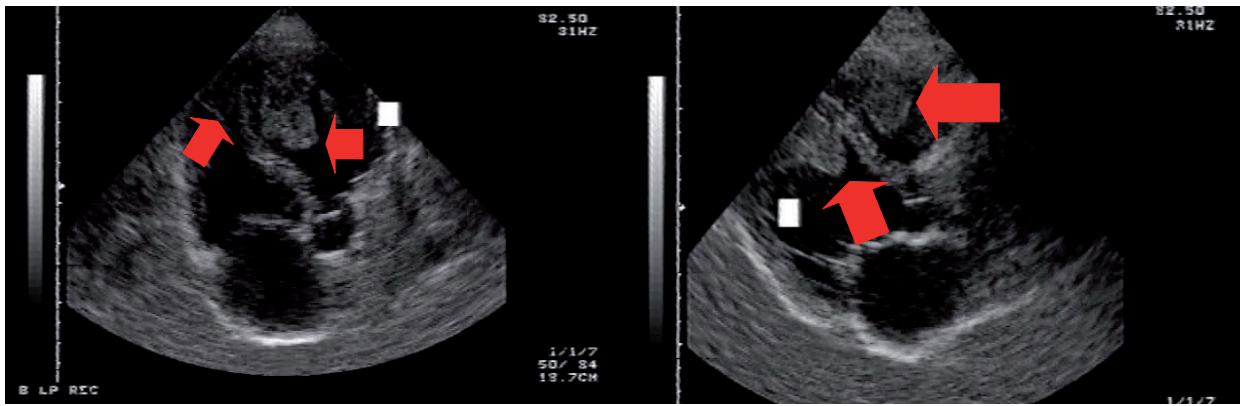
A. En la imagen se observa un eje largo de 4 cámaras donde se objetivan dos masas polipoideas a nivel de ambos ventrículos, más prominente en VI. B. En el ecocardiograma transtorácico en eje parasternal largo se visualizan dos masas adheridas a las zonas apicales de ventrículos.
